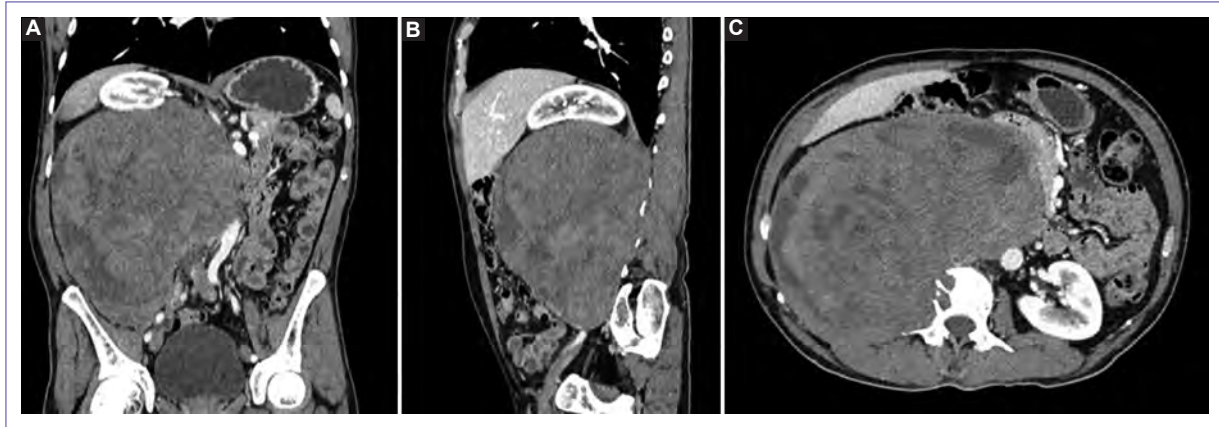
Tomografía espiral multicorte de abdomen y pelvis al ingreso. A: en vista coronal se observa una tumoración de aspecto neoproliferativo a nivel retroperitoneal derecho, de densidad heterogénea con áreas hipodensas (sugiere necrosis), mide 17 x 17 x 12 cm y presenta captación heterogénea del contraste. B: en vista sagital se observa el desplazamiento craneal del riñón derecho, por la masa retroperitoneal anterior a la vena cava inferior. C: en vista sagital se observa el efecto lítico a nivel de cuerpo vertebral de L2 y mala interfase con músculo psoas.
